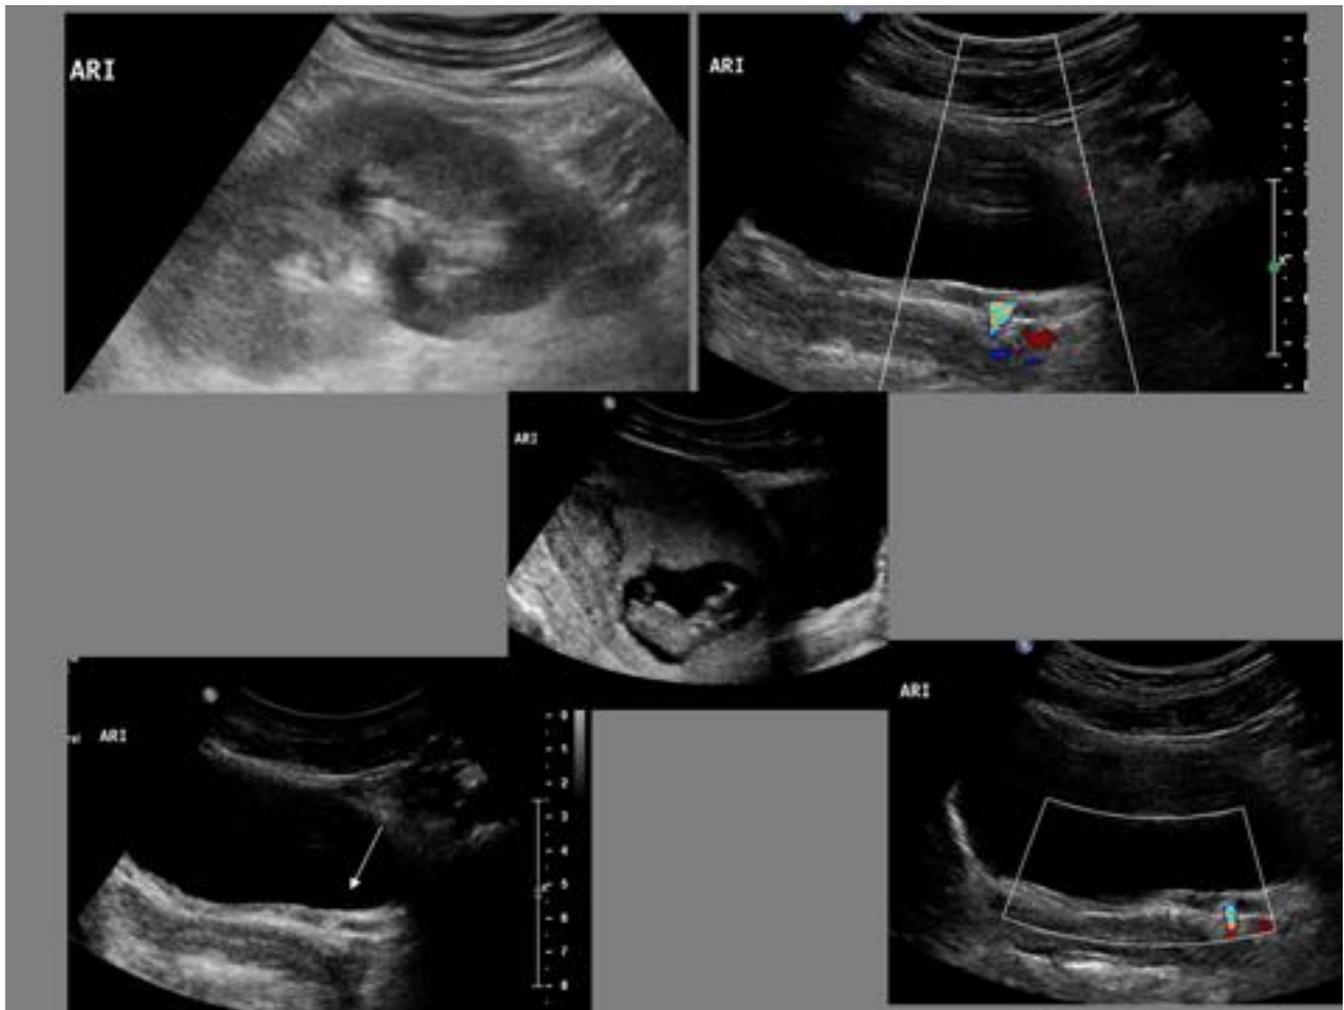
Fig 37. Imagen superior izquierda: dilatación del sistema pielocalicial. Inferior izquierda: la flecha muestra la litiasis en el uréter en su desembocadura vesical. Imágenes derechas: estudio Doppler color en las que se identifica el artefacto de color en la litiasis. En la imagen central, el feto.
